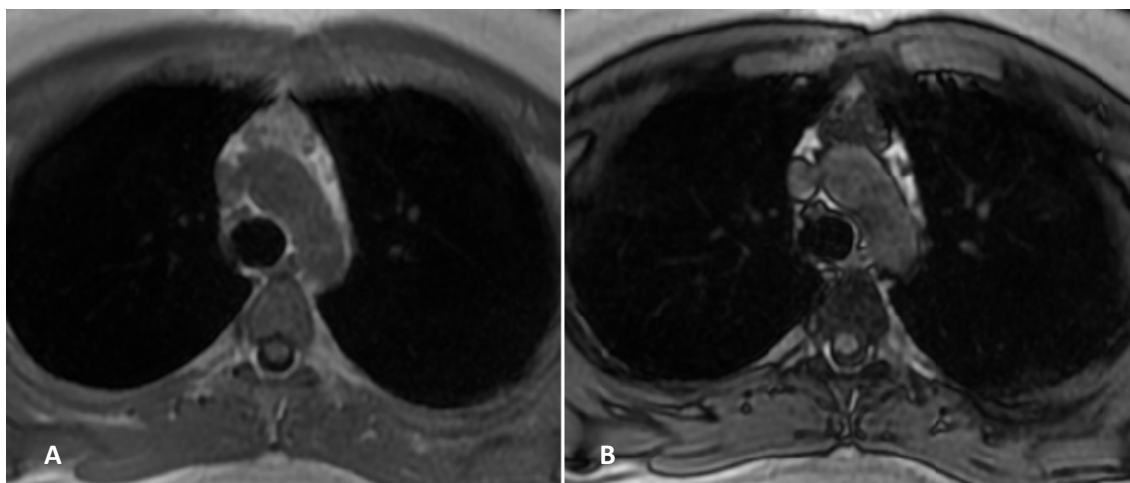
Hiperplasia tímica. A) sequência de RM em fase e B) fora de fase, demonstra a presença de gordura no tecido tímico, sugerindo benignidade (hiperplasia tímica).
